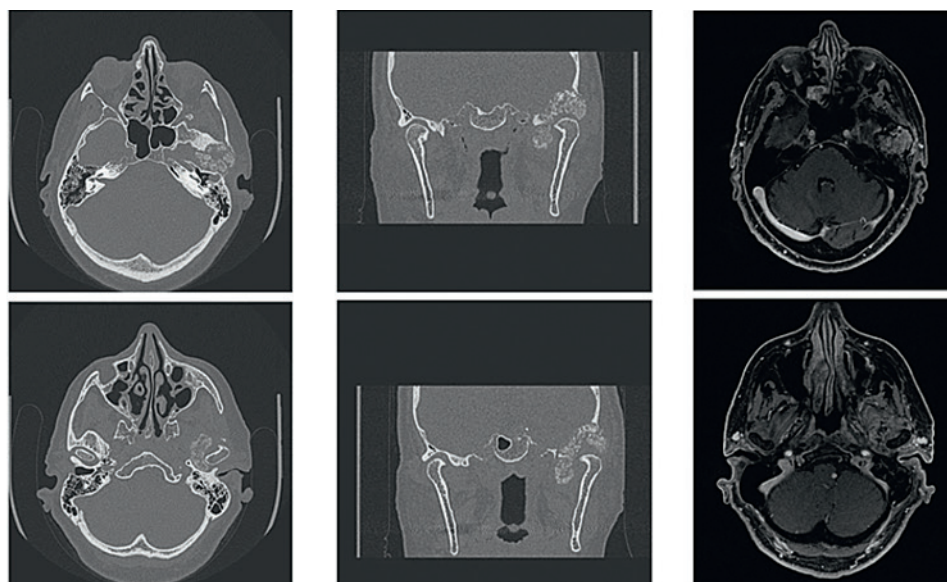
КТ и МРТ пациентки до операции
